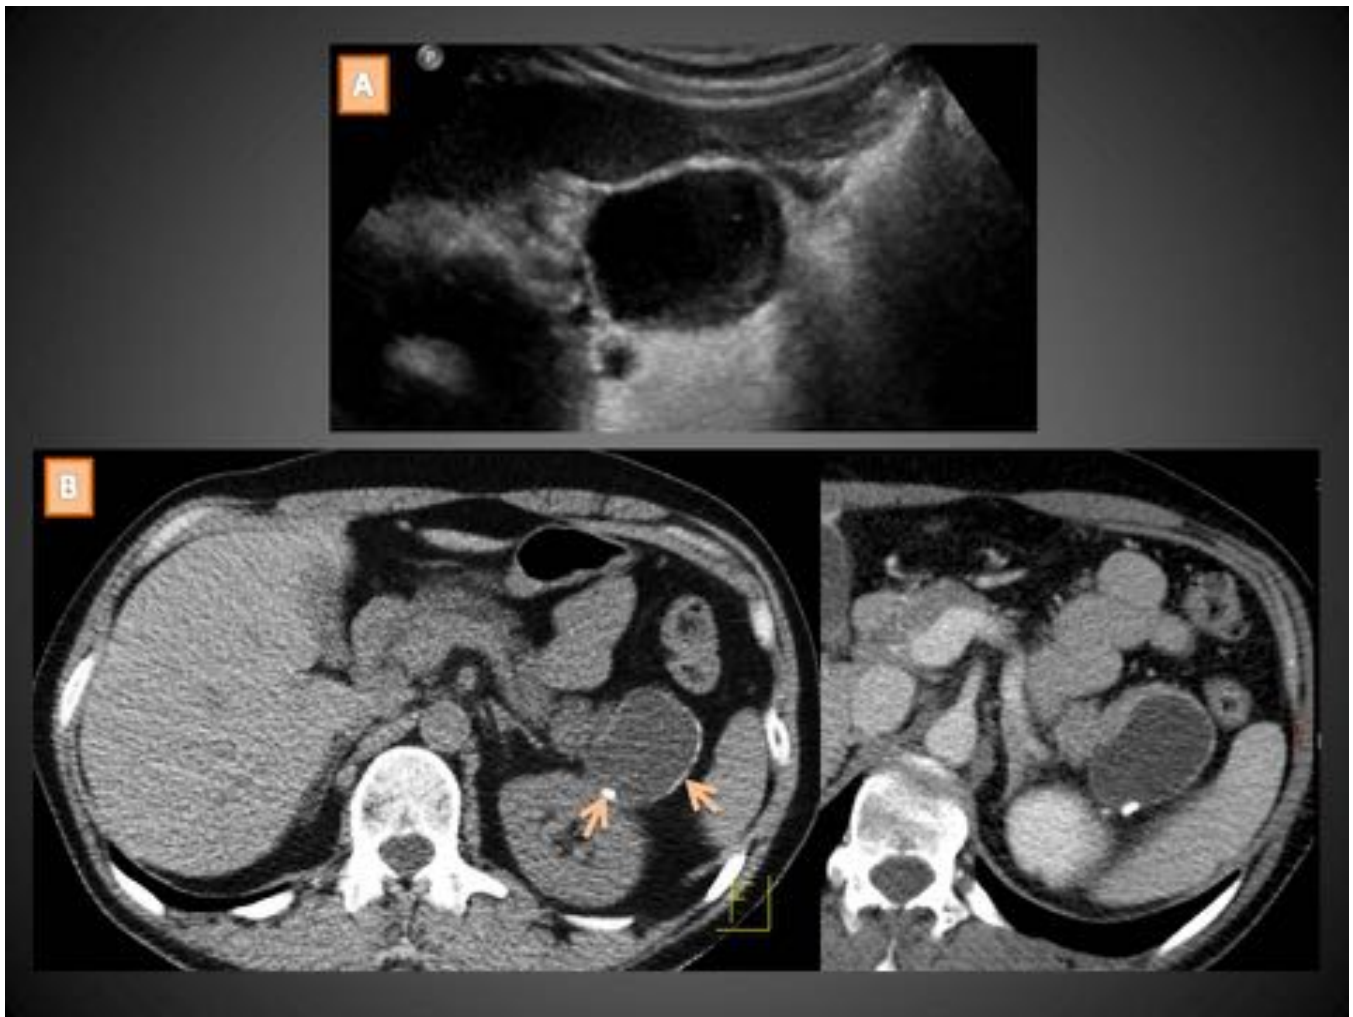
Mujer de 49 años que en una ecografía (A) muestra una LQP de 4,2cm en la cola del páncreas, unilocular, de pared fina bien definida y con contenido anecoico salvo por algunos ecos internos declives. En el TC de abdomen simple y con contraste i.v. (B) demuestra focos de calcificación parietal curvilínea unos y grosera otros (flechas cortas) y una ausencia aparente de comunicación con el conducto pancreático. La AP de la pieza confirmó la sospecha de NQM.
